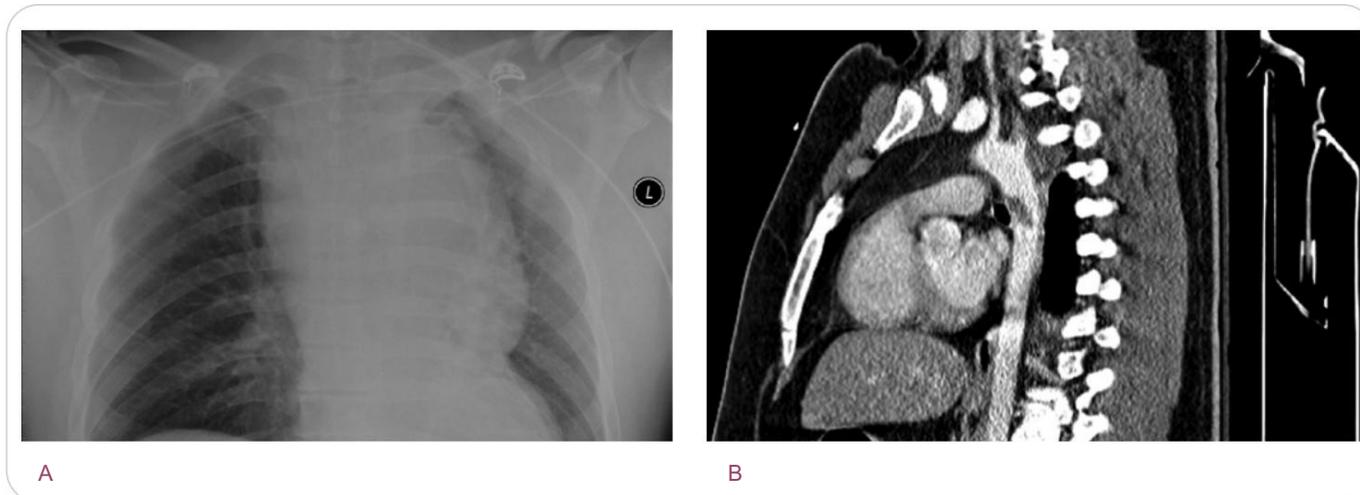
Radiografía de tórax y TC de tórax que demuestran rotura aórtica. A. Mediastino ensanchado en la radiografía de tórax, sugestivo de lesión aórtica. B. TC de tórax que demuestra un colgajo de disección aórtica y una lesión aórtica.
